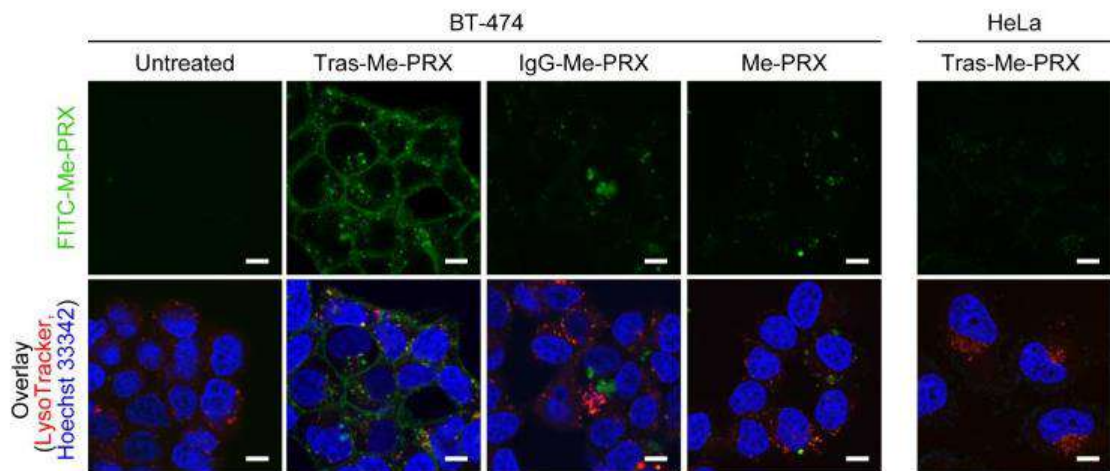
HeLa 細胞、BT-474 細胞に対する FITC 標識 Tras-Me-PRX、IgG-Me-PRX、Me-PRX の細胞内局在 (24 時間、scale bars = 10 μ m)
